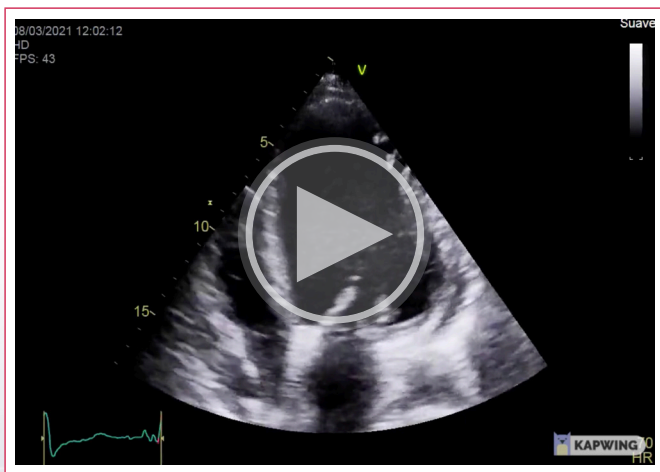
Ecocardiograma transtorácico basal que muestra reducción de fracción de eyección (automática) al ingreso a la unidad de cuidados coronarios.
